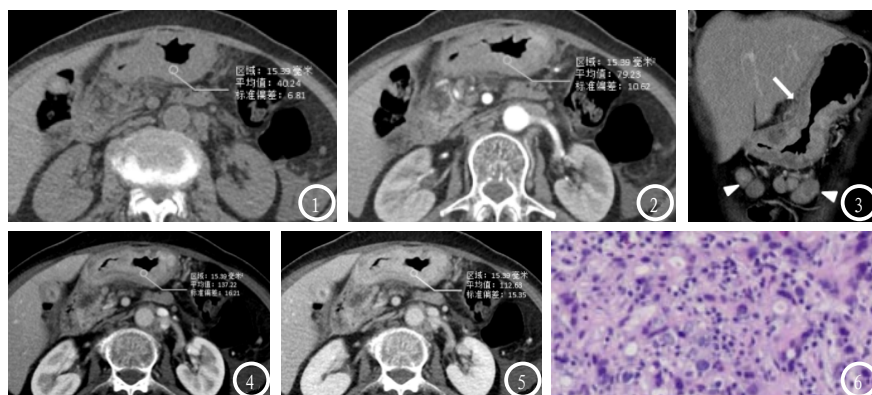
女, 52岁, 弥漫型胃癌。图1为平扫图像, 肿块累及胃体、胃窦部, CT值为40.24HU。图2-4为三期增强图像, 依次为动脉期、门脉期、延迟期, CT值分别为79.23HU、137.22HU、112.63HU。图5为门脉期冠状位图像, 胃小弯侧部分浆膜面受侵(白箭), 胃下方见多发肿大淋巴结, 伴坏死(△)。图6 HE染色(×100)示肿瘤细胞弥散分布, 未见腺管样结构。
